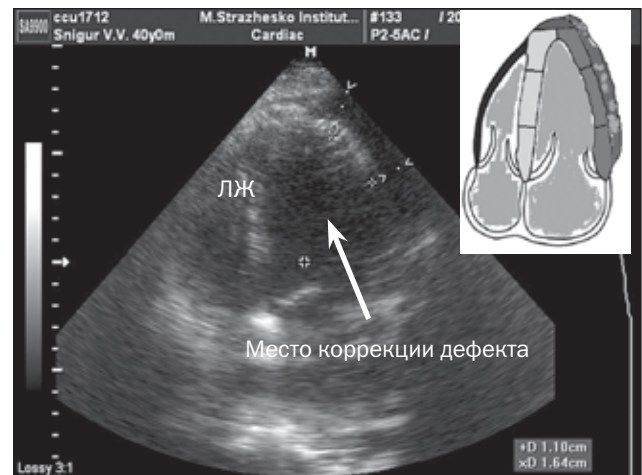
Контрольная эхокардиография
